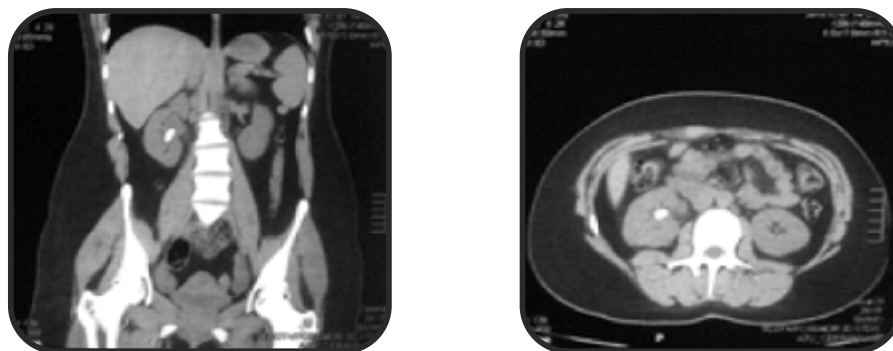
Больная А.Э. Нативная компьютерная томография брюшной полости
